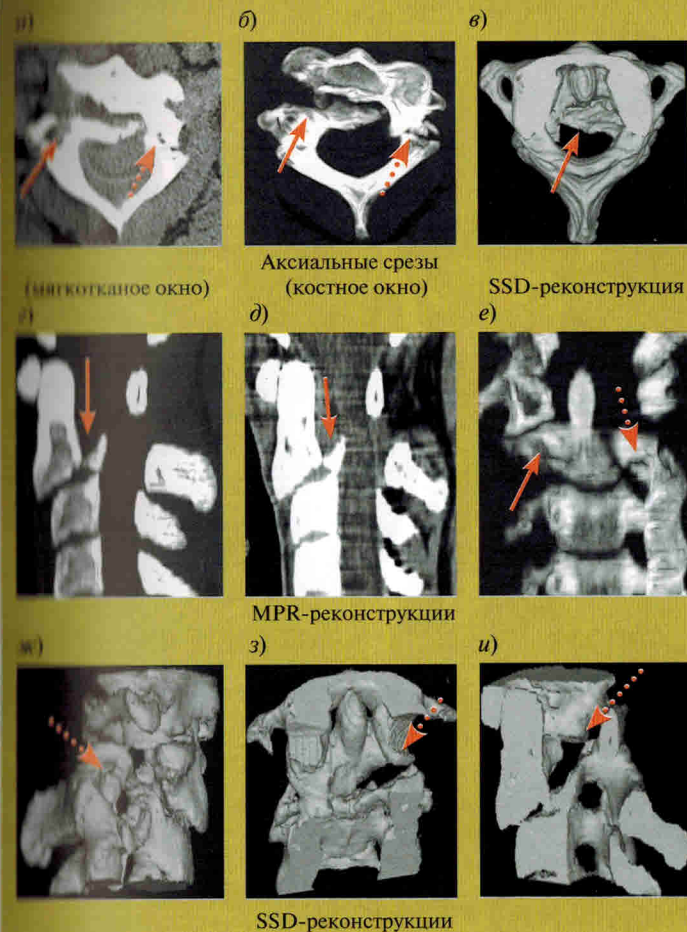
Травматический спондилолистез C_{II} позвонка (переломовывих палача, Hangman-перелом). КТ
